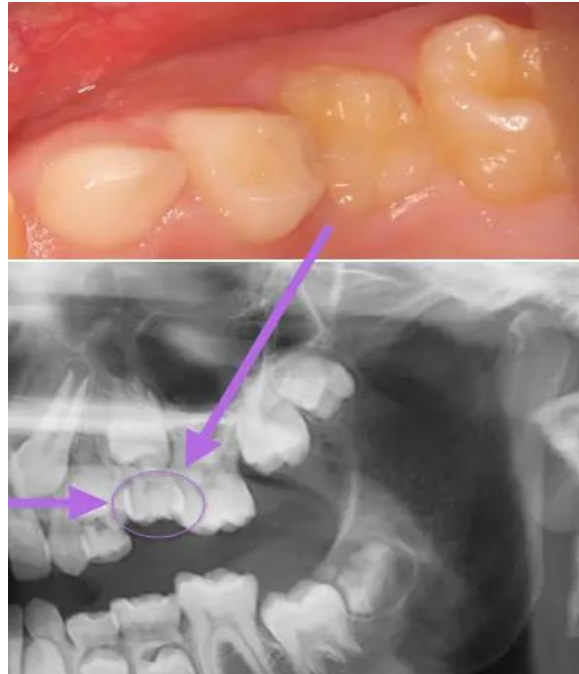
Fotografía clínica y radiografía de un segundo molar de la primera dentición anquilosado. ⁴¹
